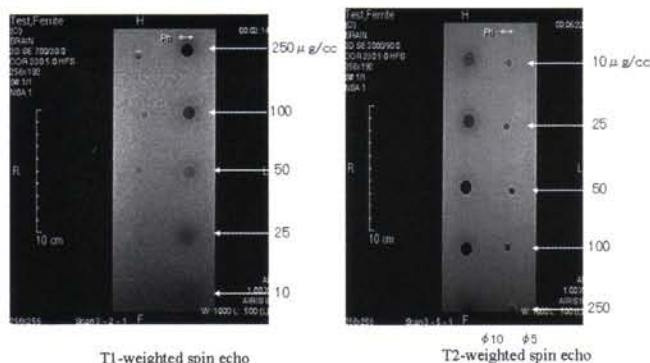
MRI examination of magnetic particle distribution
